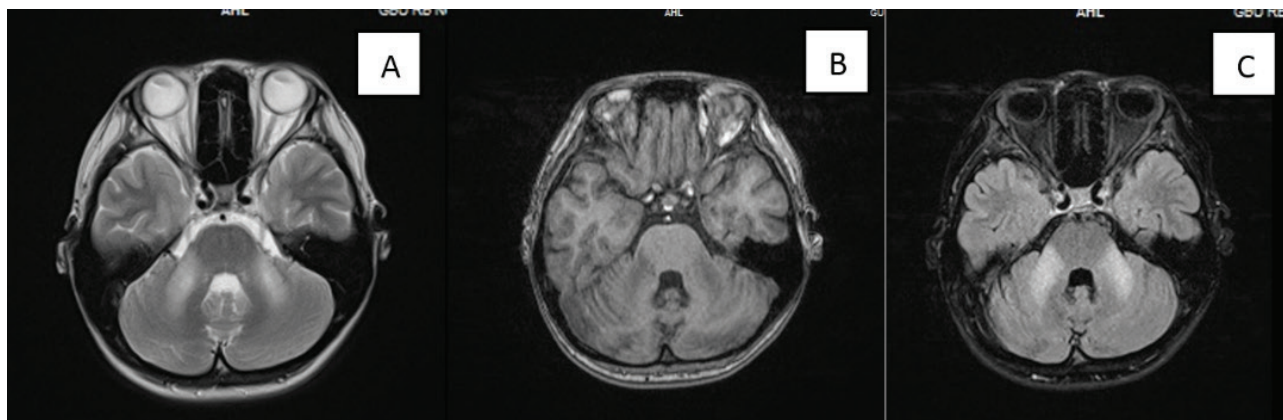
МРТ головного мозга в аксиальной проекции в режимах Т2-ВИ (А), Т1-ВИ (В) и TIRM (С): определяется симметричное поражение белого вещества средних ножек мозжечка с обеих сторон с переходом на полушария
